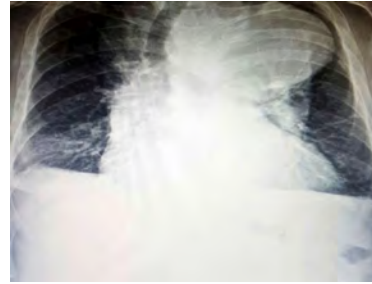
A giant aortic aneurysm can be seen easily at chest X-ray.
